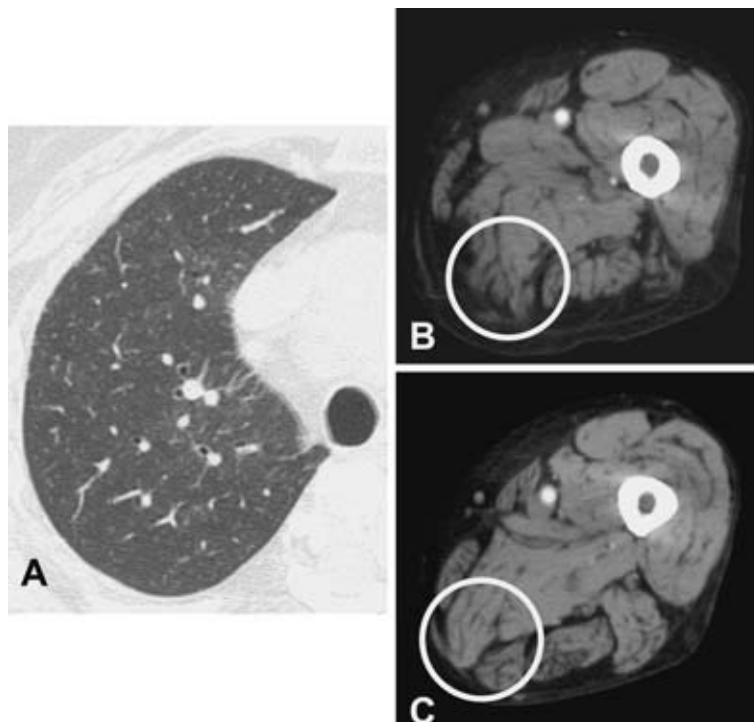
Chest CT (A) and thigh CT scans (B, C) at 4 months after treatment. Improvement of the lung nodule and muscle abscesses is observed.
